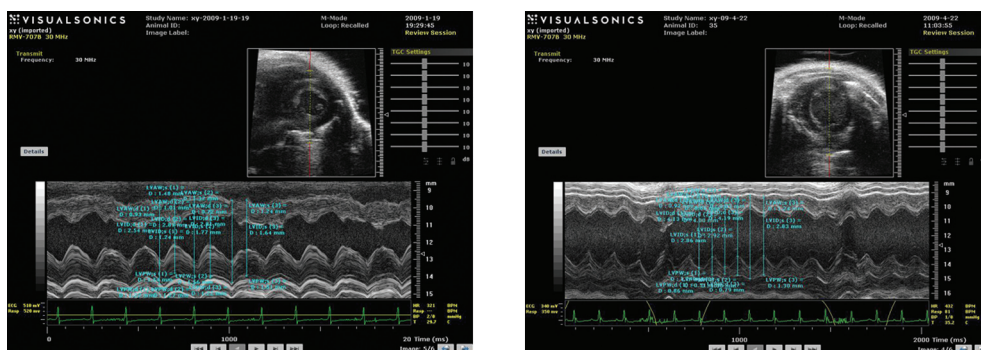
超声心动图显示对照组左室舒张期容积低于移植组
